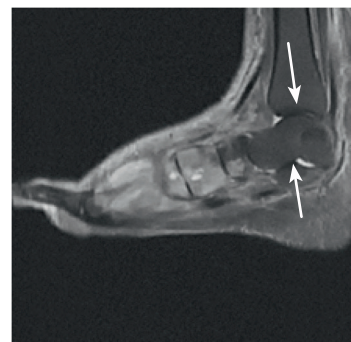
Острая стадия диабетической нейроостеоартропатии на магнитно-резонансной томограмме (стрелками указан отек костного мозга)
